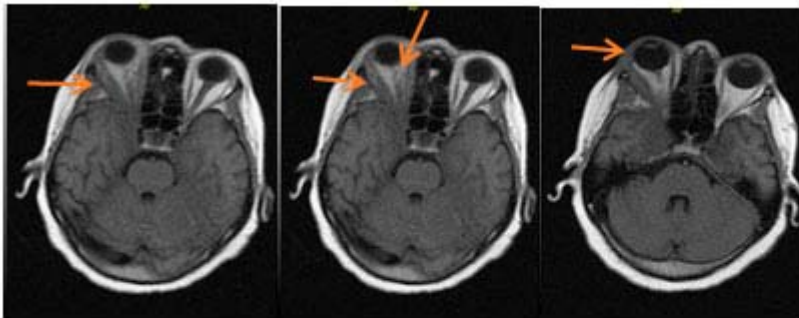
Estudio de resonancia magnética donde se señaló con flechas el engrosamiento de los tejidos periorbitario y de los músculos extrínsecos del ojo, así como la protrusión del globo ocular. Con ausencia de alteraciones en el seno cavernoso.
